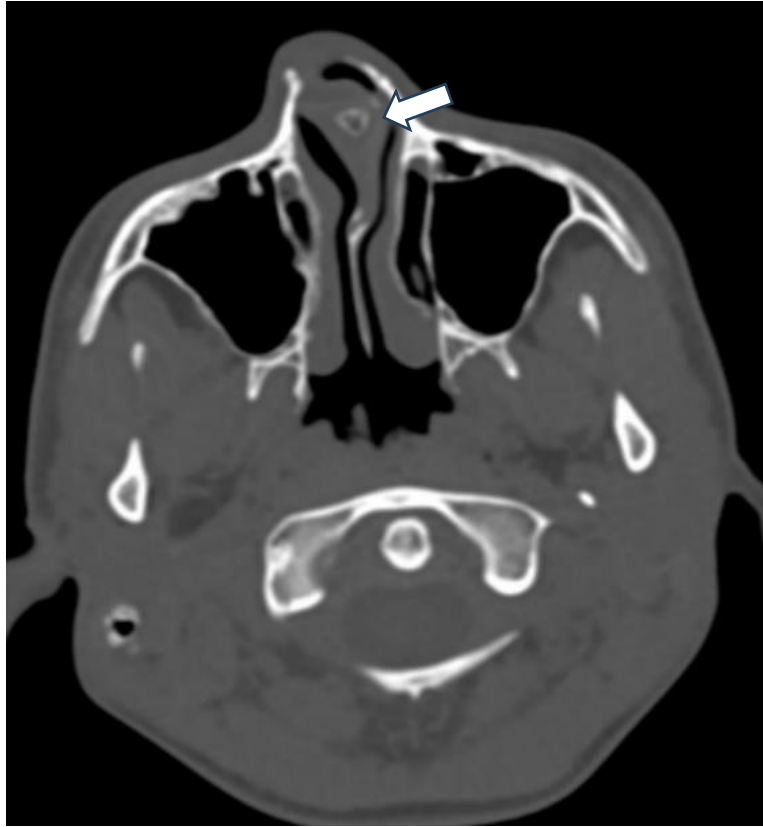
Компьютерная томограмма пациента Г., 13 лет. Стрелкой указано искривление в костно-хрящевом отделе перегородки носа
